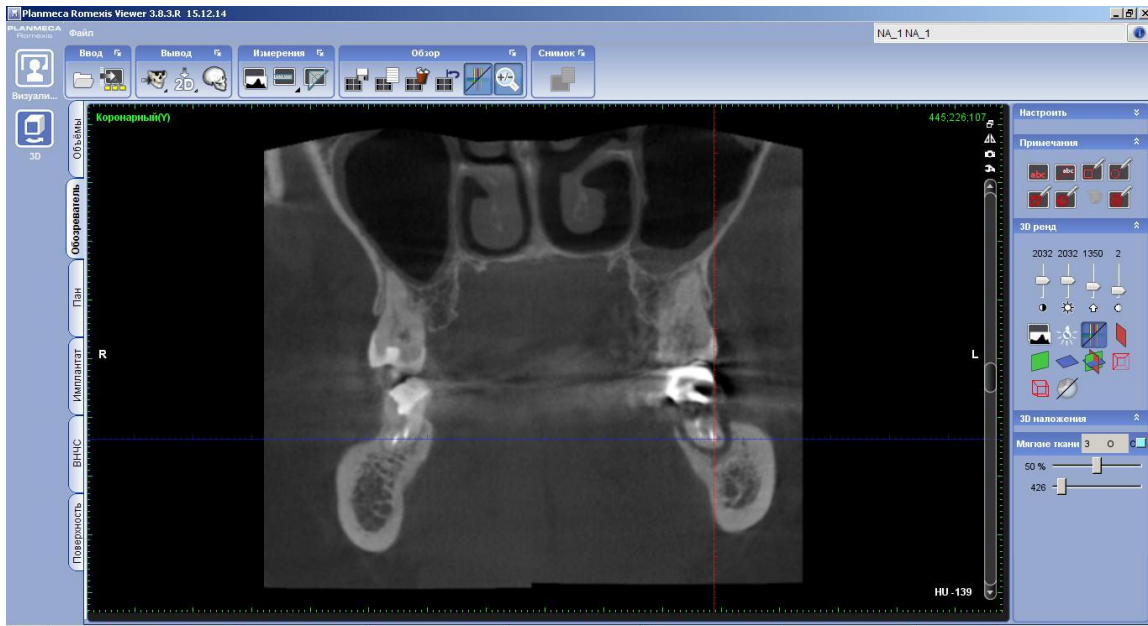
Фотографія КТ знімка 37 зуба; фронтальна (корональна) проекція.
